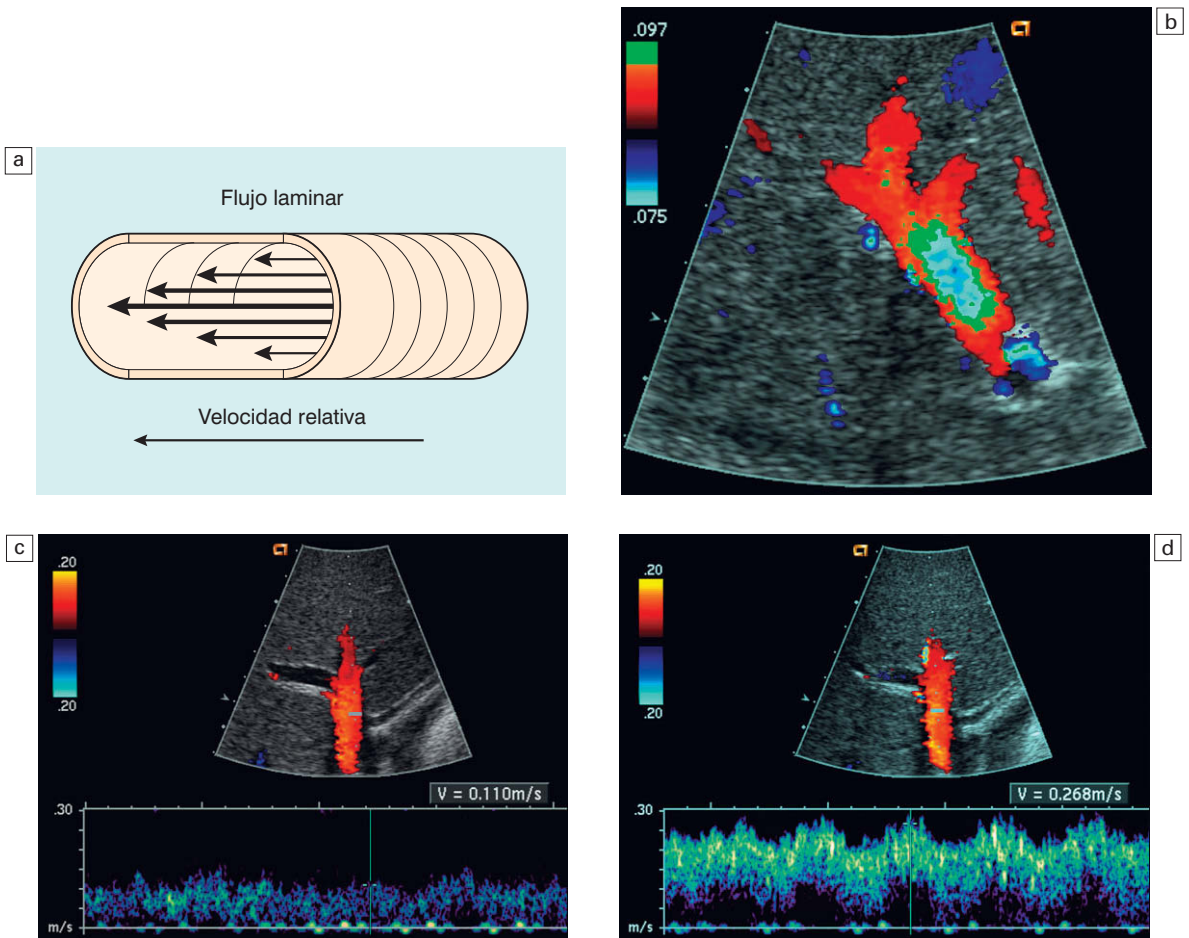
a) Representación esquemática del flujo laminar normal. La velocidad a lo largo de la pared de un vaso se ve lentificada a causa del rozamiento, por lo que la velocidad relativa es menor que la medida en el centro del vaso. b) Imagen Doppler color del flujo venoso portal. Se ha asignado un color verde a las velocidades elevadas que se dirigen hacia el transductor y se ha establecido una escala baja con el fin de permitir el falso espectro. La codificación en color permite, por tanto, mostrar con precisión los diversos flujos laminares. Obsérvese la transición desde las velocidades menores, de rojo a naranja, verde y azul, desde la periferia al centro del vaso. La velocidad real que se muestra en el trazado espectral dependerá fundamentalmente de la colocación del volumen de muestreo respecto a estas diversas velocidades de flujo laminar. c) Trazado del espectro Doppler normal del flujo en la vena porta. Se coloca un volumen de muestreo pequeño cerca de la pared del vaso. La velocidad obtenida cerca de la pared sólo alcanza aproximadamente 0,11 m/seg. d) Trazado del espectro Doppler de la misma vena porta con el volumen de muestreo situado ahora más central, evaluando el flujo laminar de mayor velocidad. La velocidad medida es ahora de 0,27 m/seg. Un simple cambio en la colocación del volumen de muestreo resulta suficiente para ocasionar un cambio que duplique la velocidad medida.
